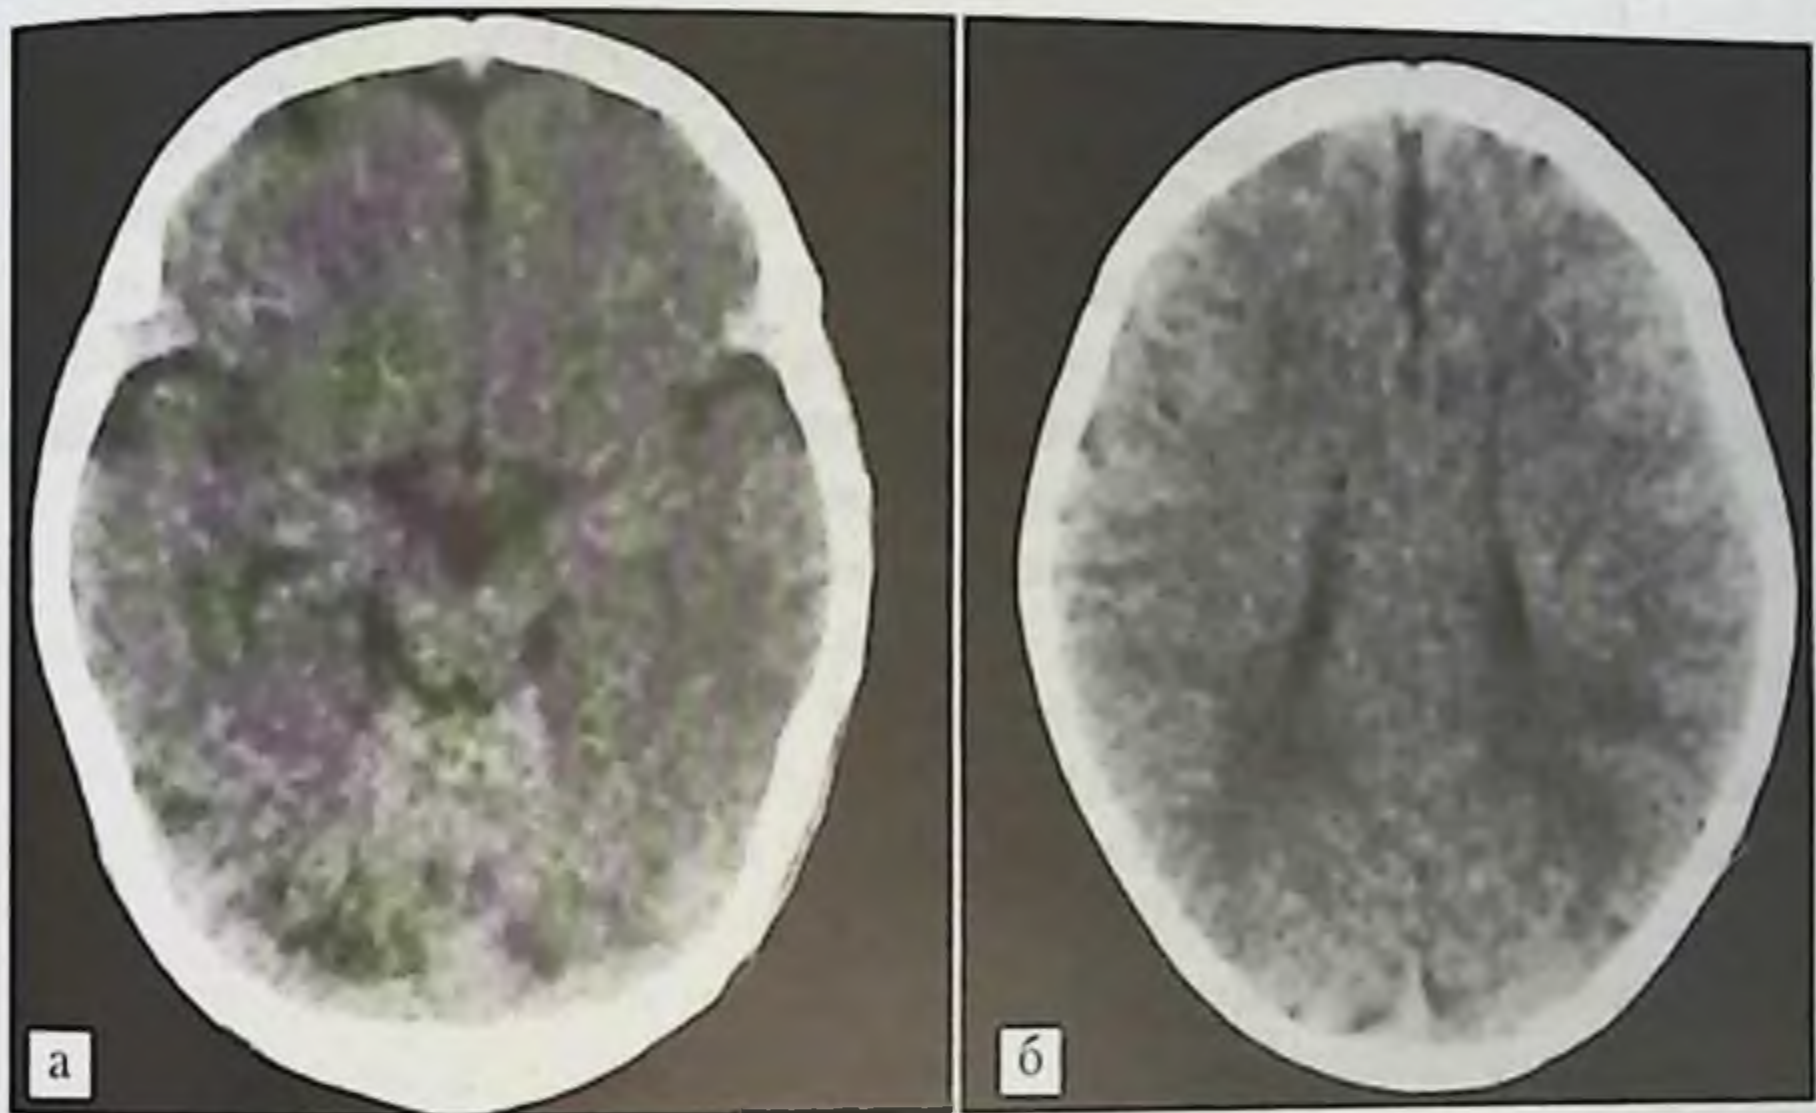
КТ головного мозга новорожденного (3 нед).
